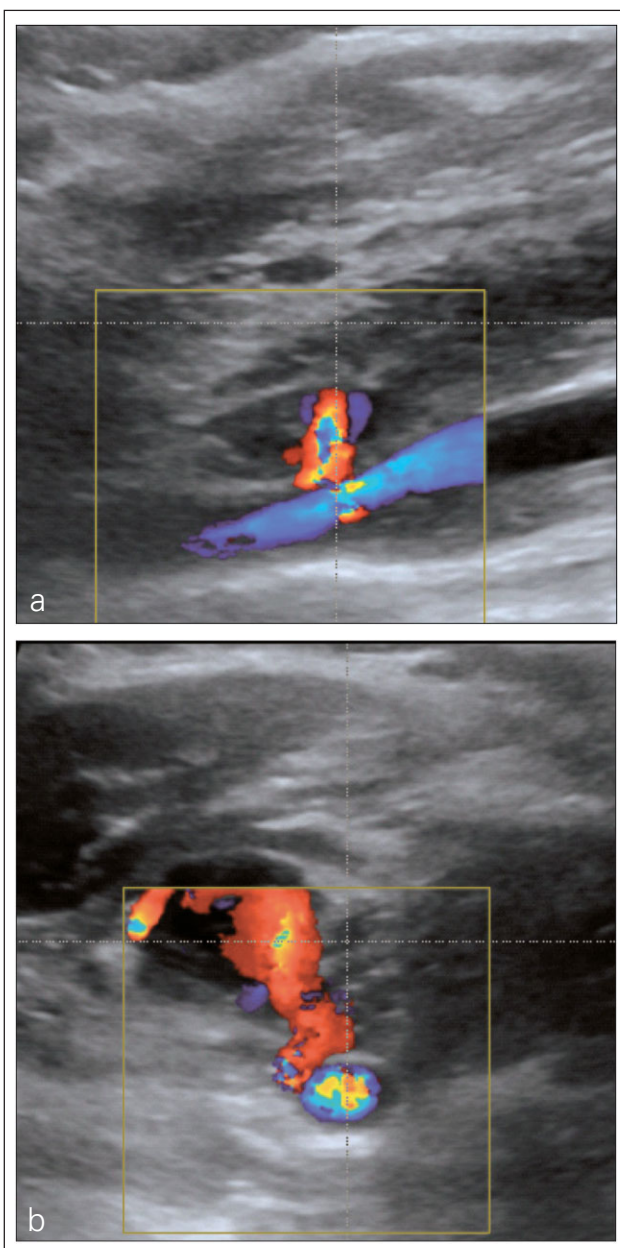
Duplexsonographie der Arteria carotis communis und Vena jugularis interna rechts im Längsschnitt (a) und Querschnitt (b), mit Darstellung eines Aneurysma spurium der Karotis (blau) und AV-Fistel in die Vena jugularis.
